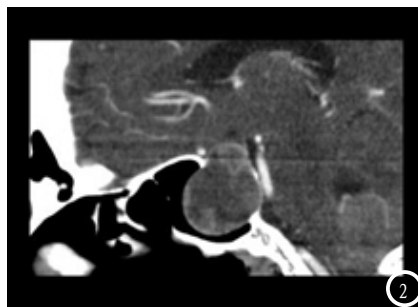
CT平扫横断和矢状位, 肿瘤侵犯颅底, 蝶骨骨质吸收破坏。
